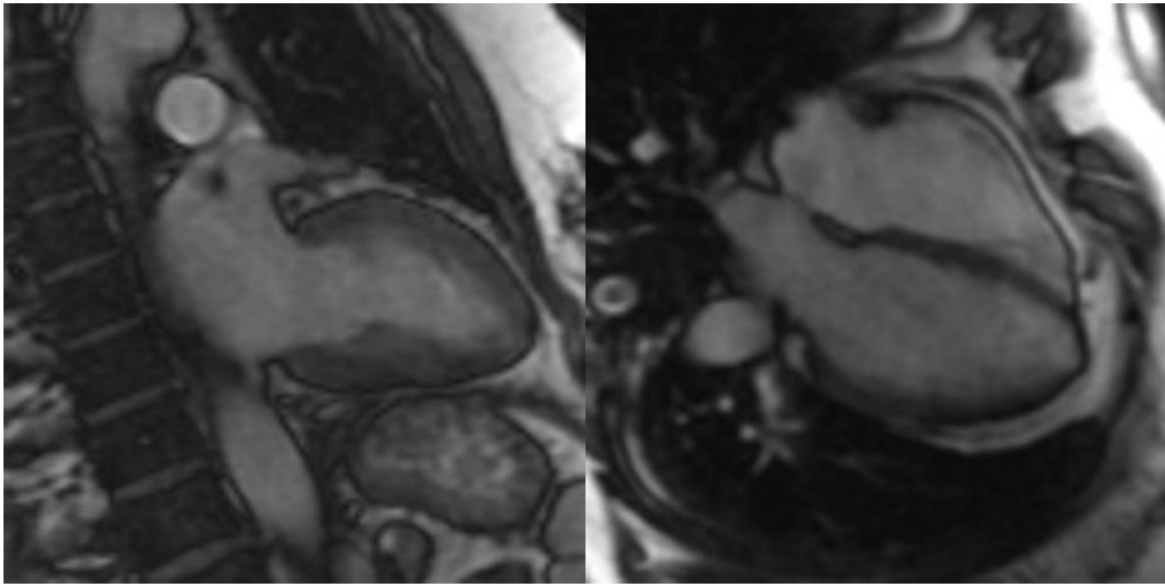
Magnetresonanztomographie in Zweikammer- (links) und Vierkammerbilder (rechts) (47) <https://radiopaedia.org/articles/cardiac-imaging-planes>
